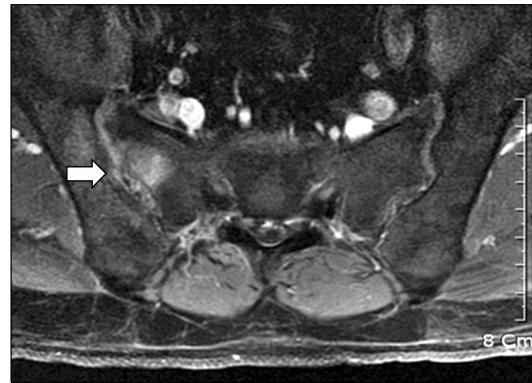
The gadolinium enhanced T1-weighted MRI shows heterogenous enhancement of the right sacrum, SI joint and ilium.
